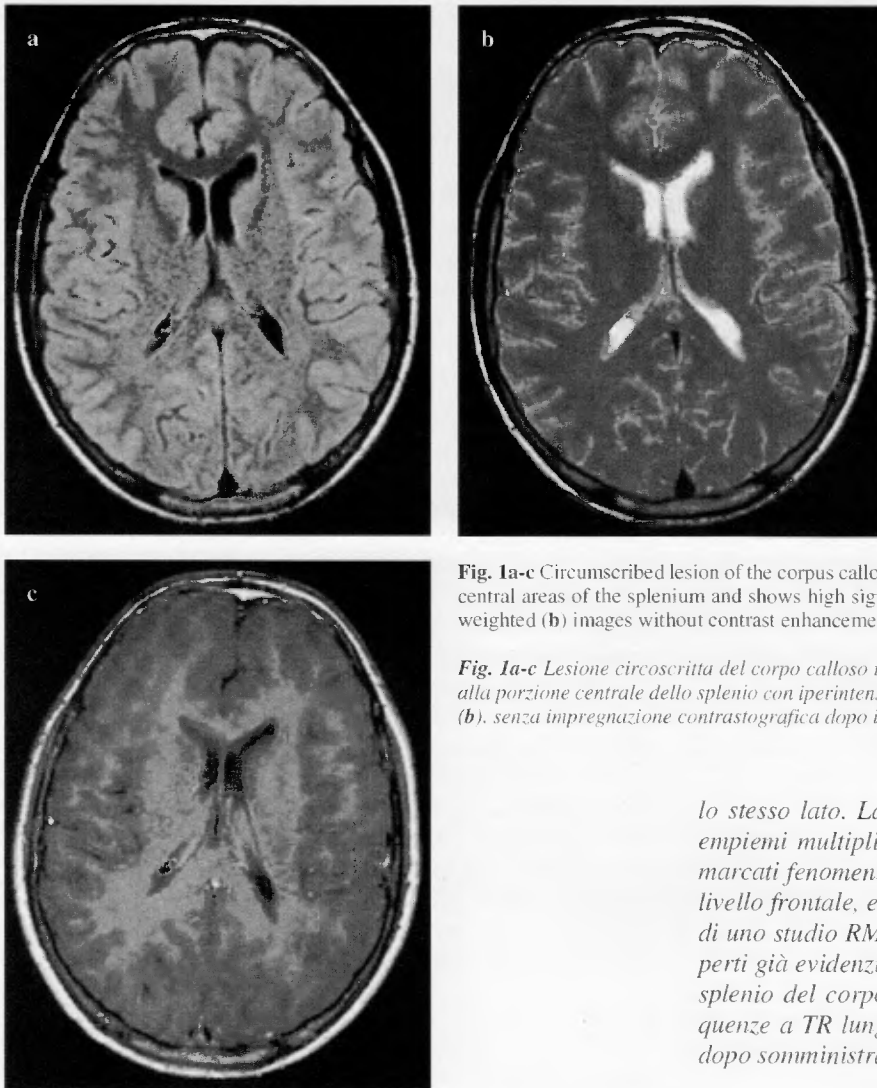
Circumscribed lesion of the corpus callosum in a 16-year-old boy. The lesion is confined to the central areas of the splenium and shows high signal on fluid attenuated inversion recovery (a) and T2-weighted (b) images without contrast enhancement after paramagnetic contrast medium injection (c).
